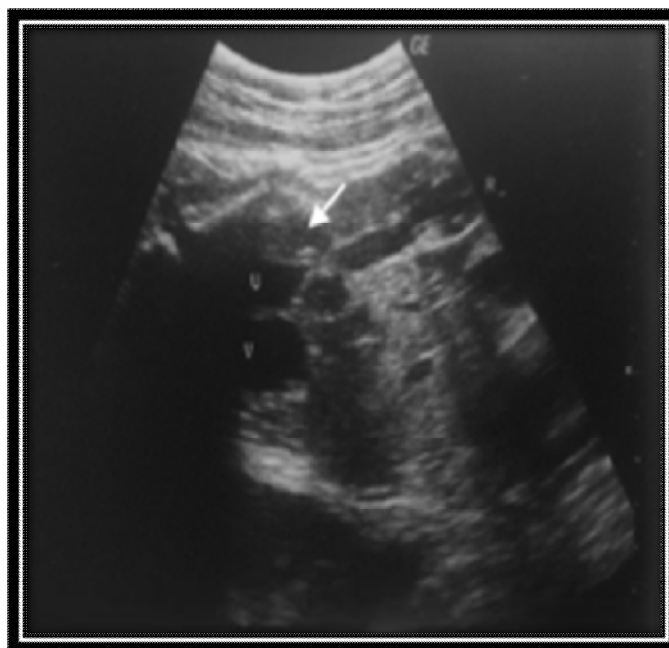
échographie obstétricale (24 SA) : dilatation de l'urètre postérieur (flèche) dans le cadre d'une valve de l'urètre. [29]
